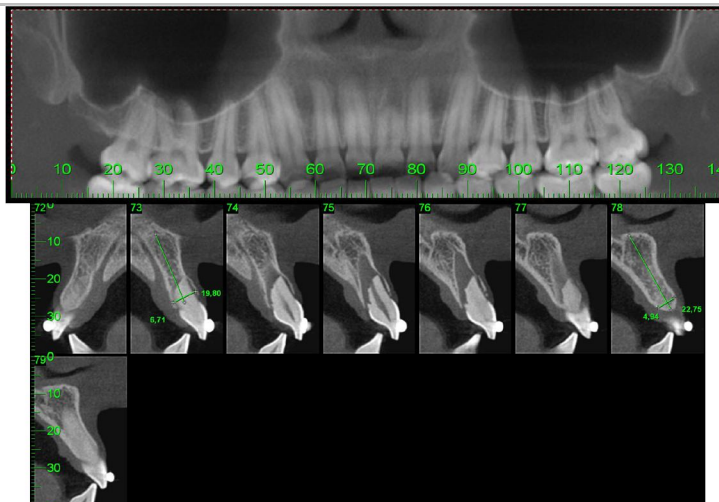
Tomografia inicial após reimplante dentário no hospital
